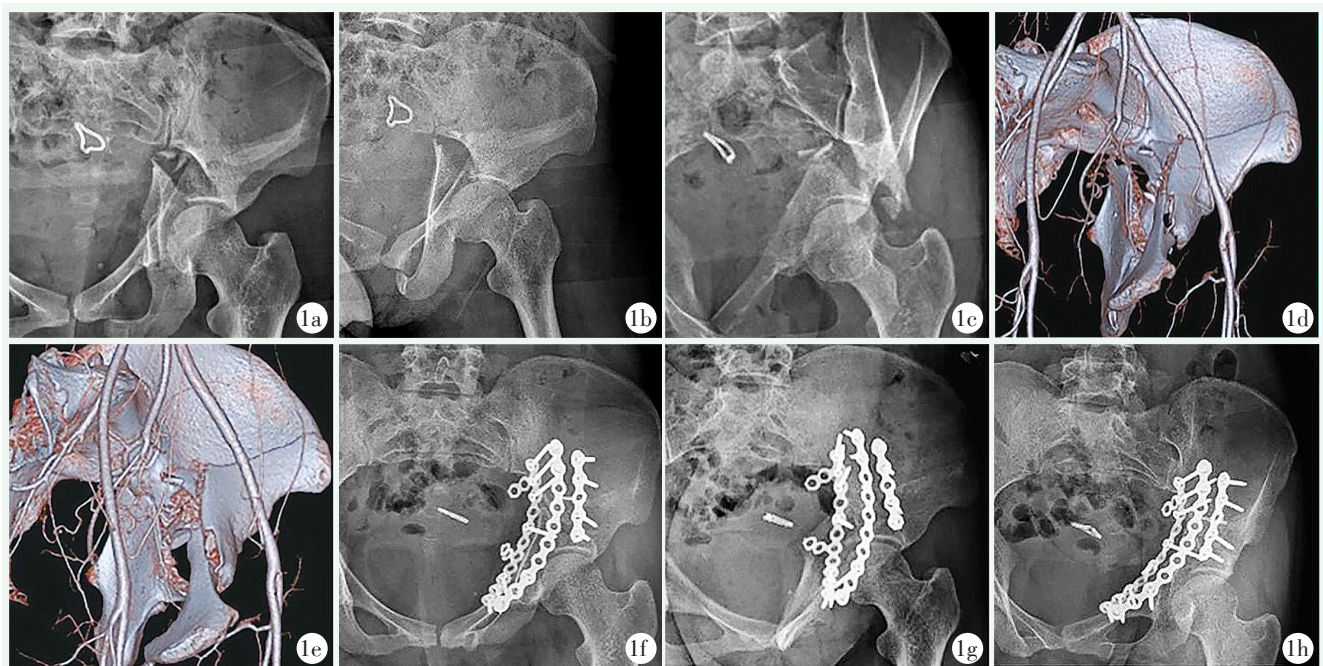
患者，女，33 岁，高处坠落伤 1a~1c: 术前 X 线片示髌耻线和髌坐线均断裂、髌臼顶和后柱部分与髌骨相连 1d, 1e: 术前 CT 表面重建示左侧前柱后半横形骨折累及方形区 1f: 末次随访左髌正位 X 线片示髌耻线和髌坐线连续，内固定位置良好，骨折已愈合 1g: 末次随访左髌骨斜位 X 线片示左髌臼后柱及前壁连续性良好 1h: 末次随访左闭孔斜位 X 线片示左髌臼前柱及后壁连续性良好
